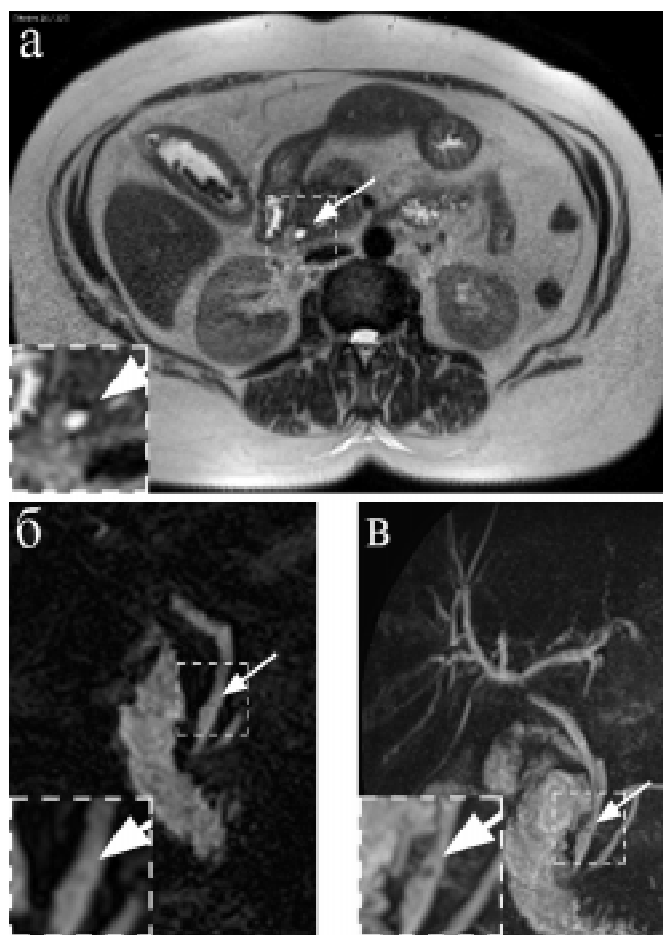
Магнітнорезонансна томограма органів панкреатодуоденальної зони: а — на T2-зважених зображеннях холедохолітіазу не виявлено — стрілкою позначено ЗЖП; б — у цього ж хворого в режимі МРХПГ на нативних зображеннях стрілкою позначено, як нечітко проявляється конкремент 3 мм у нерозширеній ЗЖП; в — МРХПГ цього ж хворого, на 3D-реконструкції чітко визначається конкремент (позначено стрілкою)
